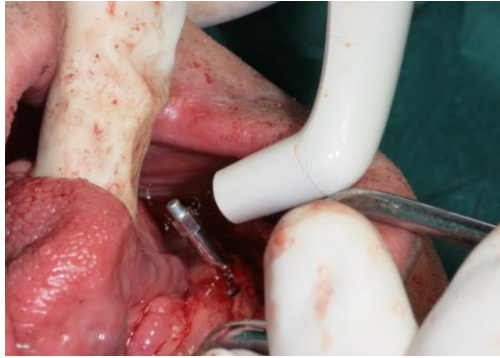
Análisis de frecuencia de resonancia mediante Osstell™ Mentor®.
